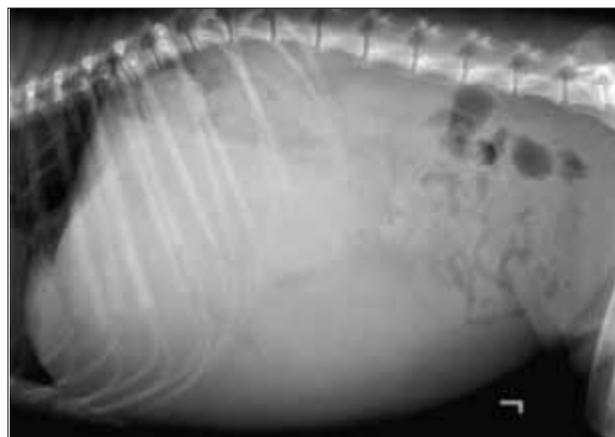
Laterolaterale abdominale Röntgenaufnahme des 2-jährigen Golden Retrievers. Leber, Milz, Magen, rechte Niere und Harnblase sind nicht eindeutig abgrenzbar. Durch die grosse Raumforderung werden die Dünndarmschlingen nach kaudal und das Colon transversum nach kaudodorsal verlagert.
